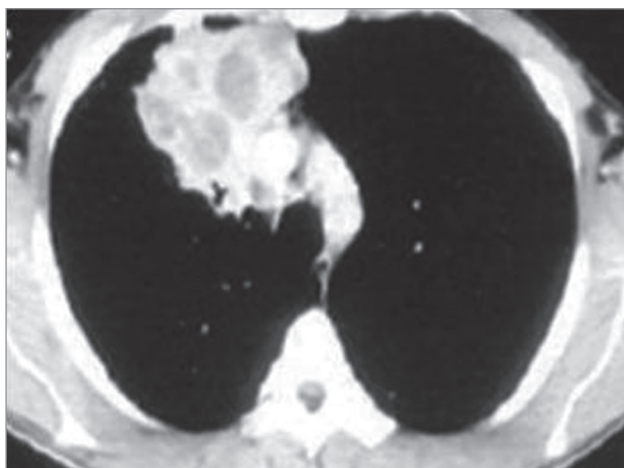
Амебиоз верхней доли правого легкого при компьютерной томографии, абсцесс верхней доли правого легкого
